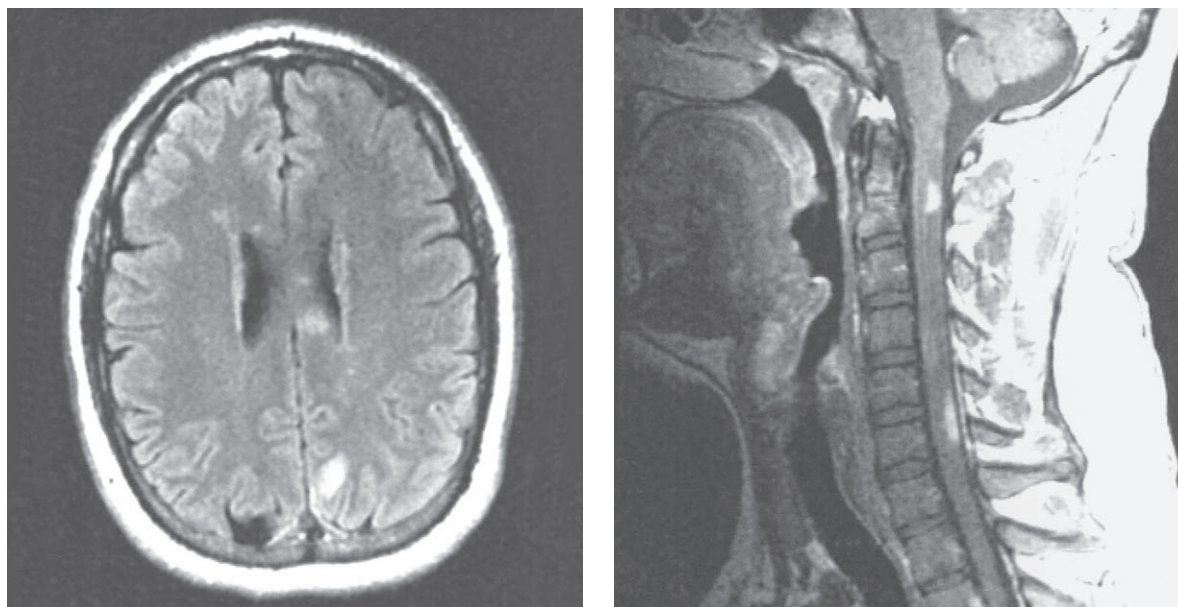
Encefalomiелitis diseminada aguda (posinfecciosa). MRI FLAIR craneal (izquierda) y MRI de la columna vertebral (derecha) que muestran numerosas lesiones de diversos tamaños en toda la sustancia blanca de ambos hemisferios y en la médula espinal.
